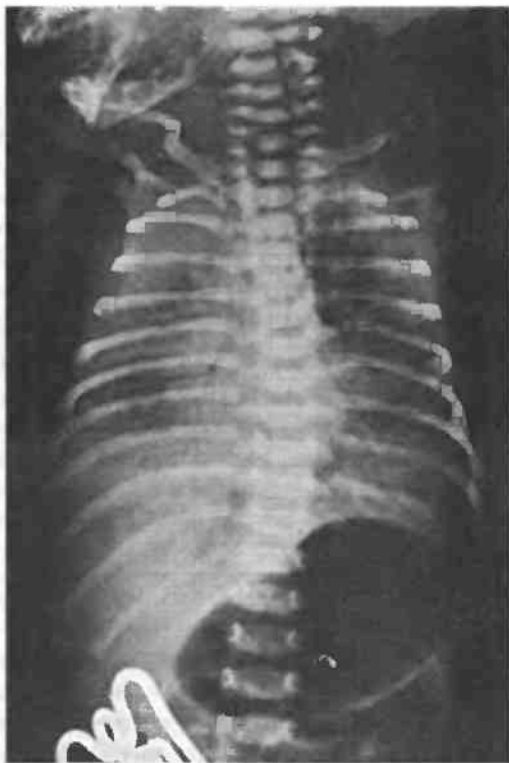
Синдром аспирации околоплодных вод, осложненный аспирационной пневмонией. На рентгенограмме грубая зернистость и неравномерная аэрация паренхимы легких, характерные для аспирации околоплодных вод, содержащих первородную смазку, эпителиальные клетки и меконий
